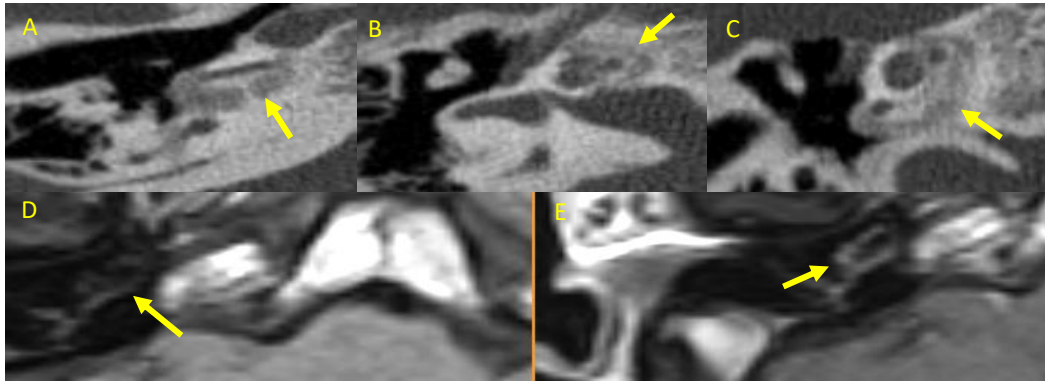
Otro ejemplo de otospongiosis retrofenestral activa. Las reconstrucciones axiales de TC (imágenes A y B) muestran lesiones líticas peri-cocleares difusas (flechas en A y B), con realce en las secuencias de RM ponderadas en T1 postcontraste (flechas en C y D).
